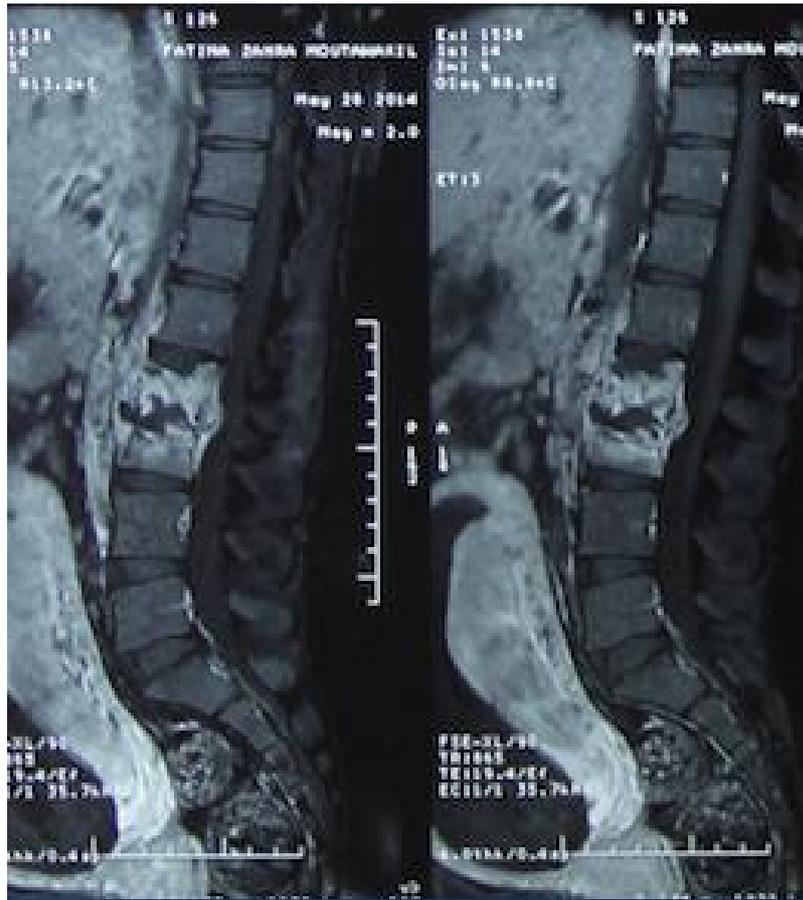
IRM Spinale T1 coupes Sagittales montrant une Spondylodiscite L2et L3 avec des abcès pré vertébraux.
